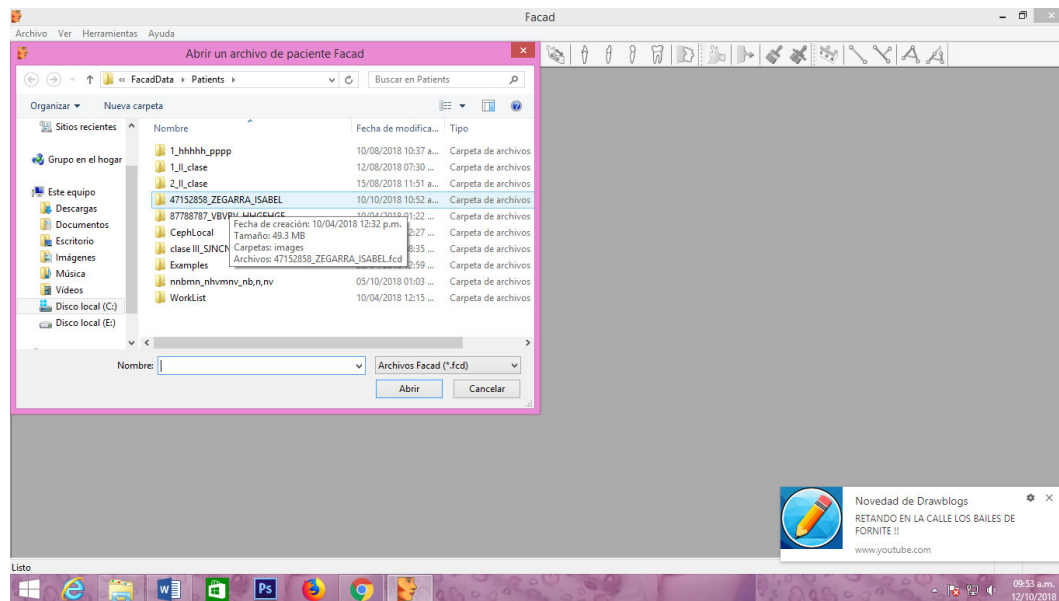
buscamos la radiografía cefalométrica
